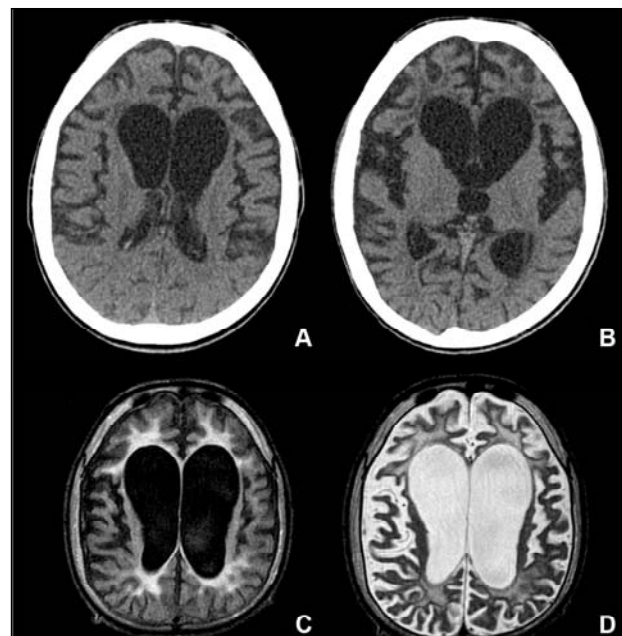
Paciente 2. (A) (TC em 03/2002) e (B) (TC em 12/2002) demonstram acentuação da atrofia cerebral e alteração da substância branca periventricular. (C) (axial FLAIR) e (D) (axial T2) realizadas em 07/2004 demonstram acentuação da atrofia cerebral difusa e aumento de sinal da substância branca periventricular.
